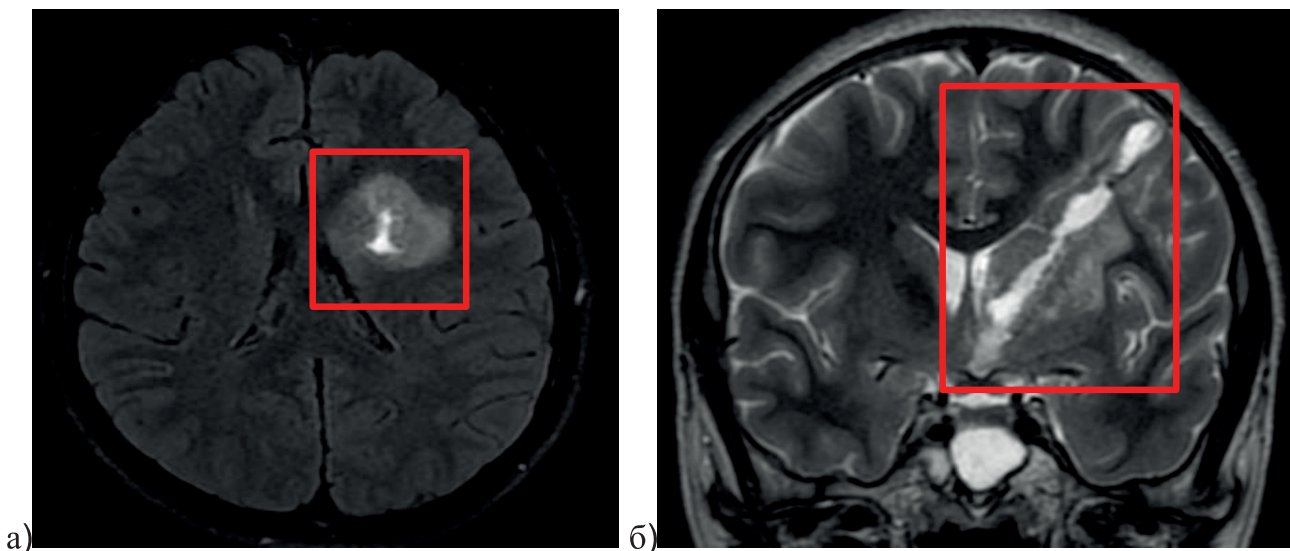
а, б – МРТ снимки головного мозга перед операцией: а) аксиальный срез в режиме T1 – визуализируется посттравматический очаг кровоизлияния в проекции базальных ганглий левого полушария головного мозга. б) фронтальный срез в режим T2 – визуализируется травматический ход
